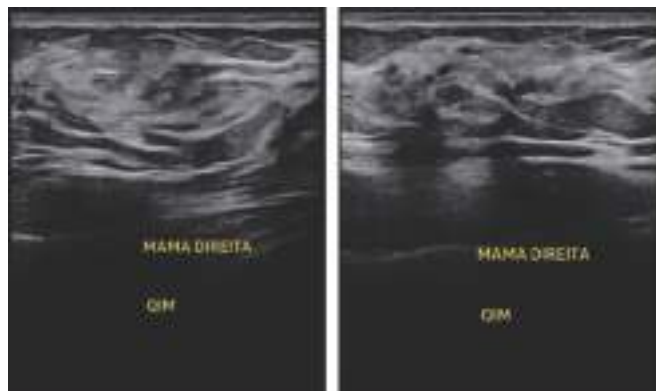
Polimastia. A. Fotografia de mulher apresentando polimastia em região inferior medial (QIM) da mama direita. B. Mamografia nas incidências CC e MOL evidenciando tecido fibroglandular acessório localizado no QIM da mama direita. C e D. Ultrassonografia evidenciando tecido fibroglandular acessório (polimastia) em QIM da mama direita.
